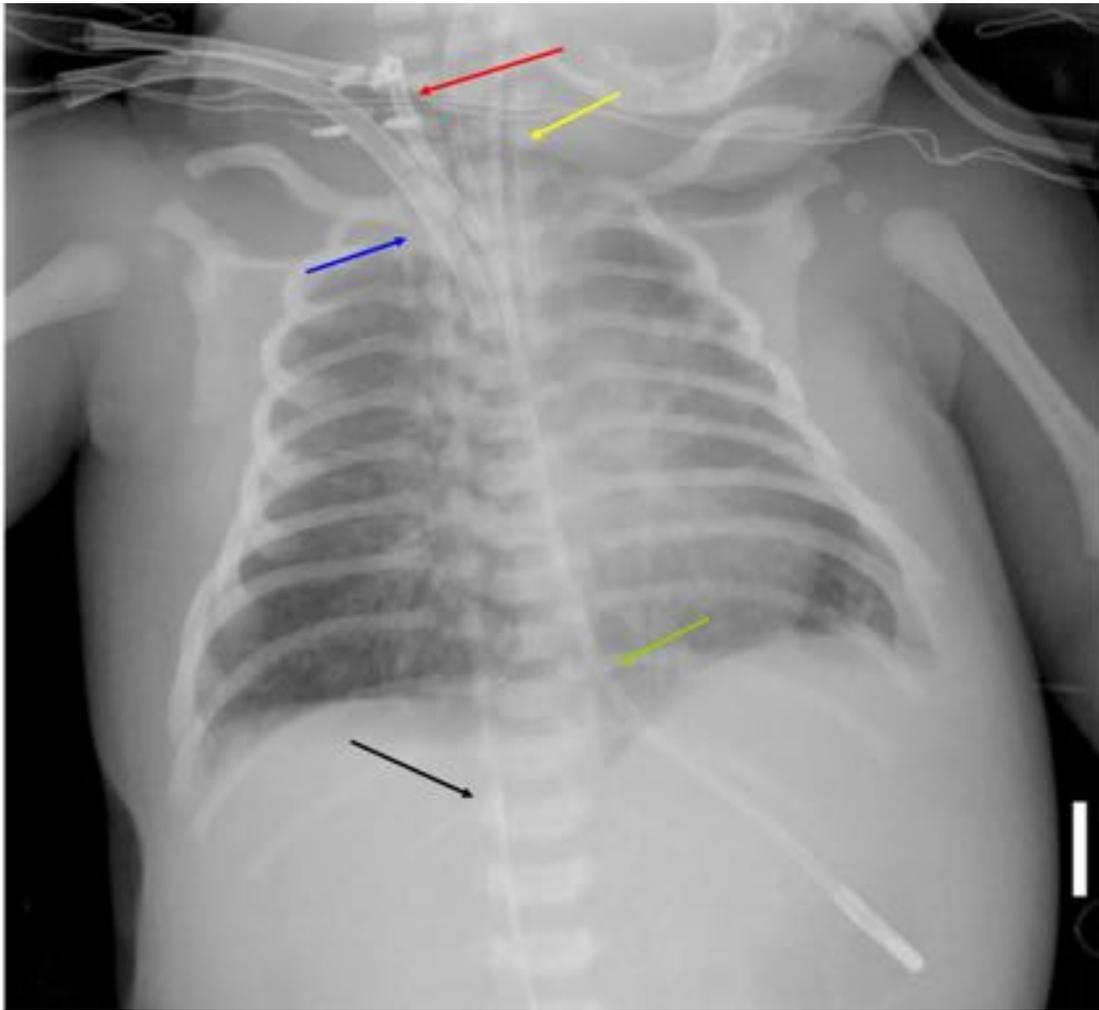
Recién nacido con deterioro respiratorio y neurológico. Radiografía AP de tórax con catéteres de canulación de ECMO (flecha azul-aurícula derecha y flecha roja-carótida derecha); tubo ET (flecha amarilla) con extremo en D4; Vía venosa central (flecha negra) con extremo proyectado sobre territorio vena cava inferior; y SNG (flecha verde) con extremo proyectado sobre fundus gástrico.
